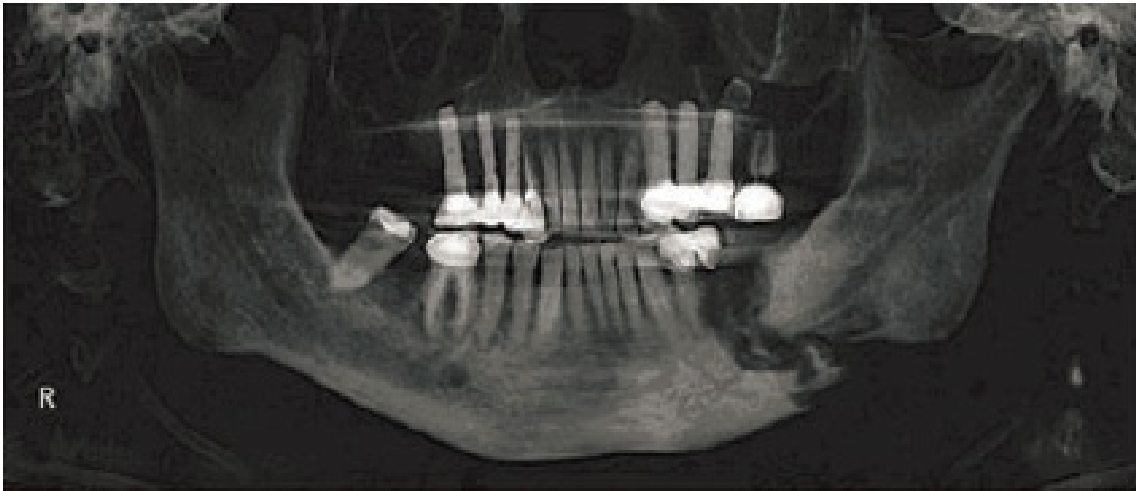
BRONJ'un bilgisayarlı tomografi ile alınan görüntüsü
